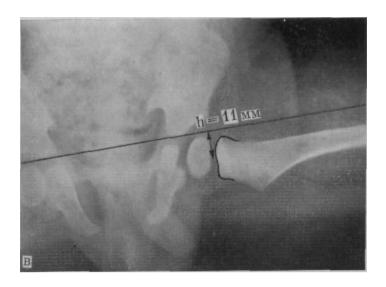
Рентгенограмма тазобедренного сустава трупа 9-месячного ребенка при различном положении бедра. а —с низведенными ногами; 6—с отведением до 45°; в—в положении П.
